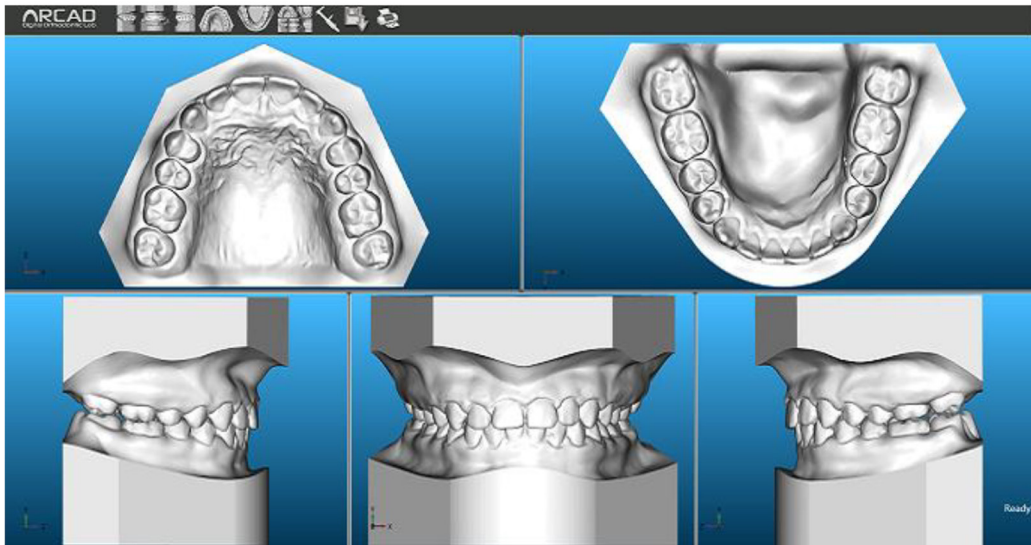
Kartiokeilatomografialla kuvattu 3D-röntgenkuva. Lähde: [http://www.klinikka32.fi/files/images/3D1\(1\).jpg](http://www.klinikka32.fi/files/images/3D1(1).jpg).
